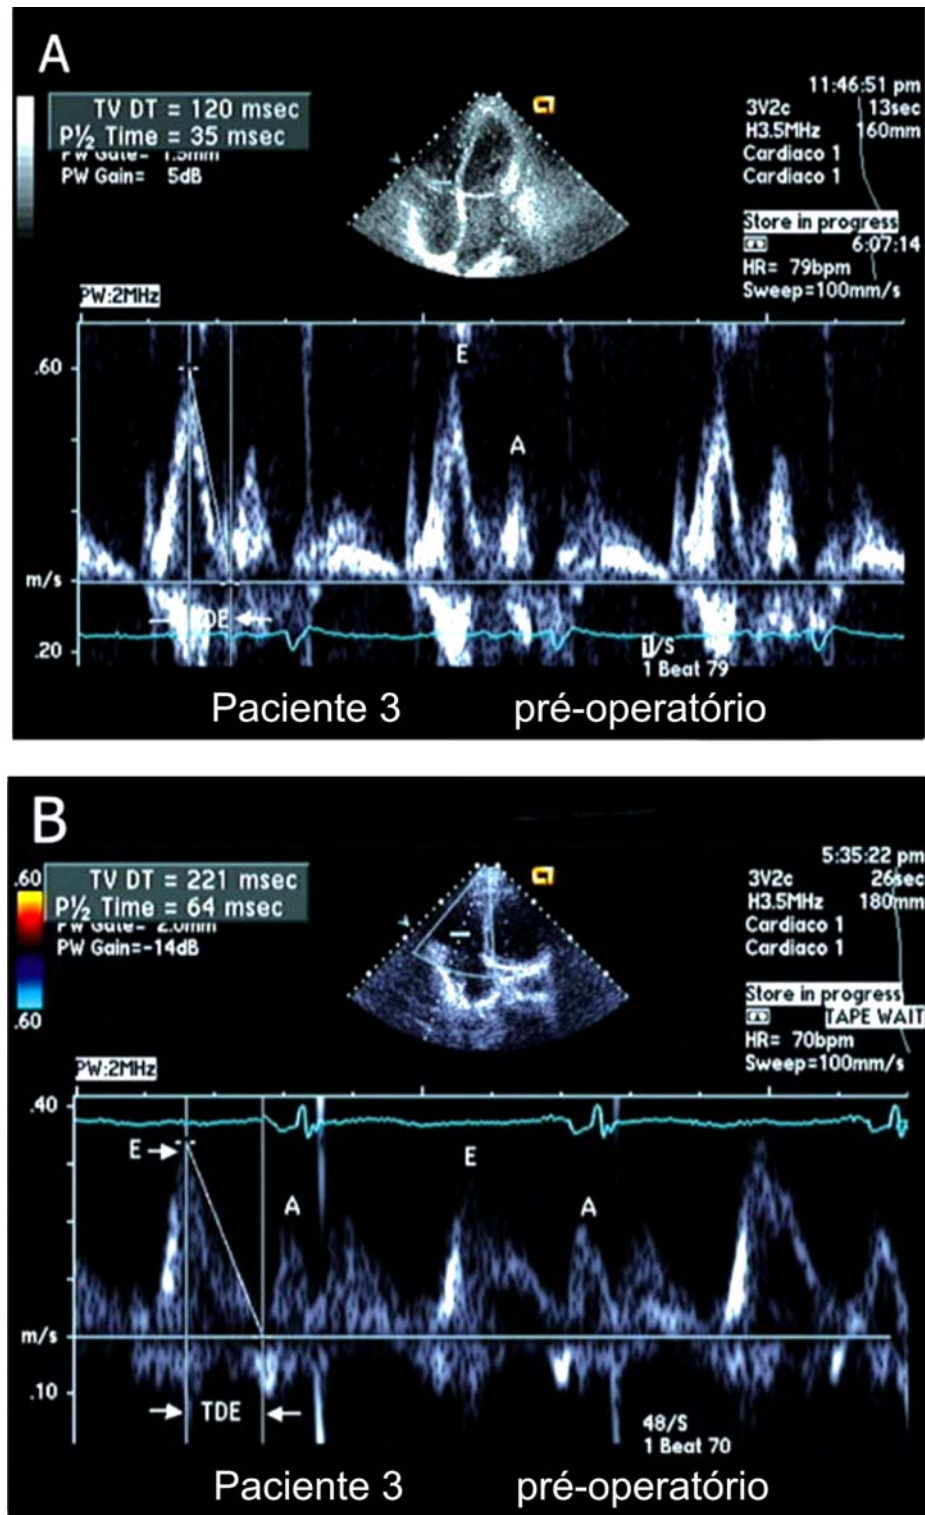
Mostra-se em corte apical quatro câmaras a obtenção do Doppler pulsado do fluxo tricúspide e medidas do tempo de desaceleração da onda E. Nota-se (do mesmo paciente da figura anterior) melhora da complacência de VD do pré- para o pós-pericardiectomia. TDE variou de 120 ms (A) para TDE = 221 ms (B).
